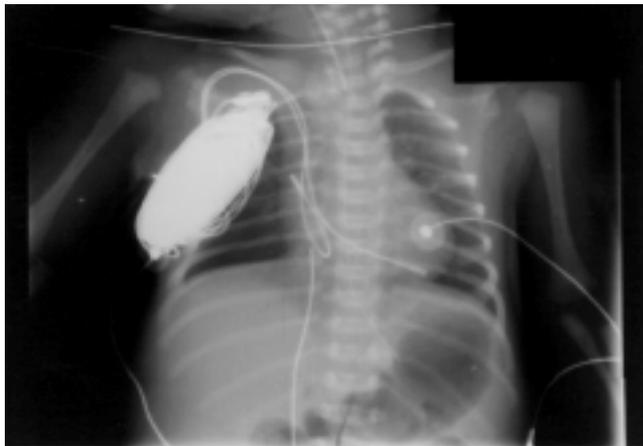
Radiografía de tórax de una de las niñas objeto del artículo, en la que puede observarse el tamaño del marcapasos y los dos electrodos, uno alojado en aurícula y otro en ventrículo.
